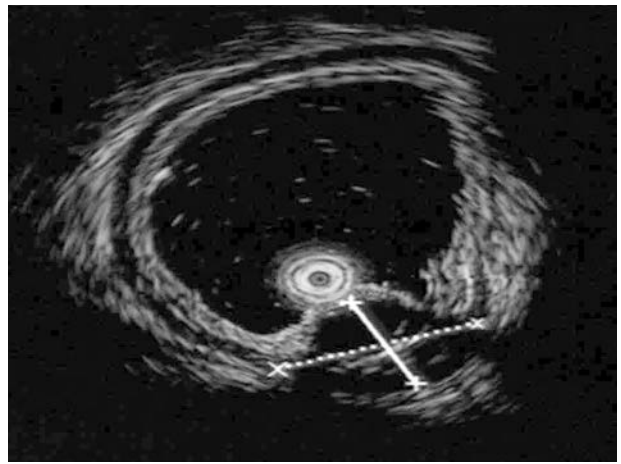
Эндоскопическое УЗИ. Анехогенное образование с неровной толстой стенкой в подслизистой желудка (по X.-F. Yu и соавт., 2015 [35])
